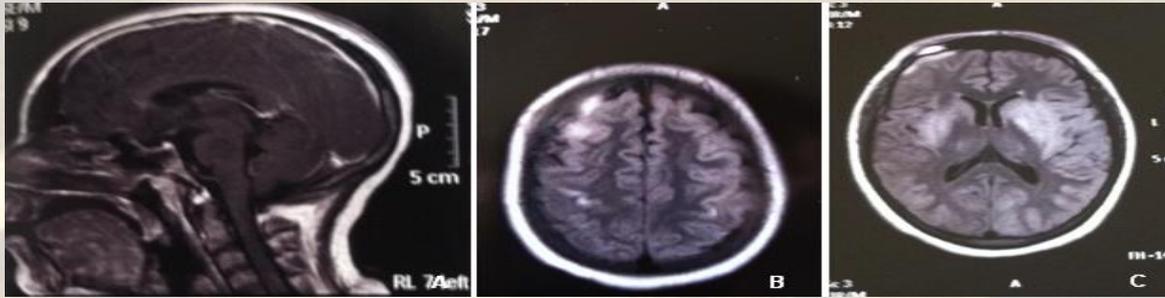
A, B, C. A – RNM em T1, sem contraste, corte sagital: sinal anômalo em aspecto central da ponte. B, C – RNM em sequência FLAIR, corte axial: hiperintensidade de sinal, localizada na região fronto-temporo-parietal direita e na região dos núcleos da base, respectivamente.
